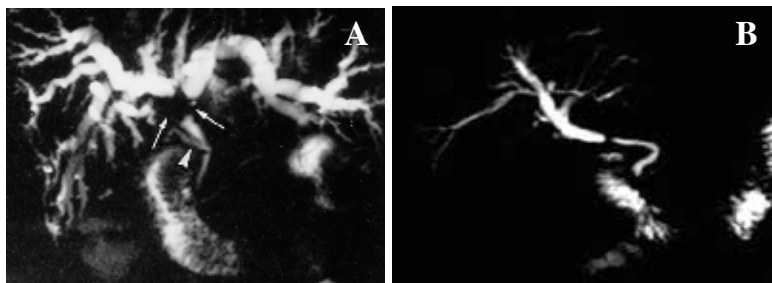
A : Aspect Bili-IRM d'une sténose hilare responsable de dilatation des VBIH en rapport avec un cholangiocarcinome hilare. B : Aspect d'une sténose bénigne de la VBP post-chirurgicale.
